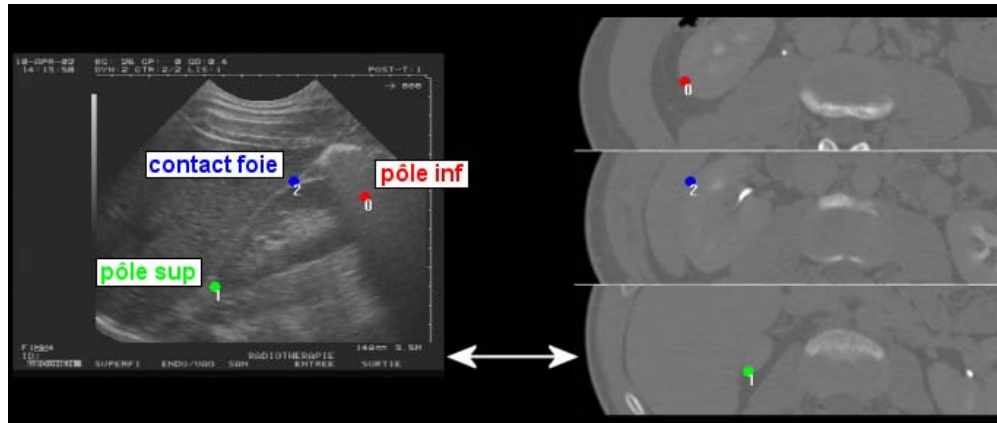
Sélection de 3 points jugés identiques dans l'image échographique et l'image scanner. A gauche : échographie, a droite : scanner (d'après [31]).
